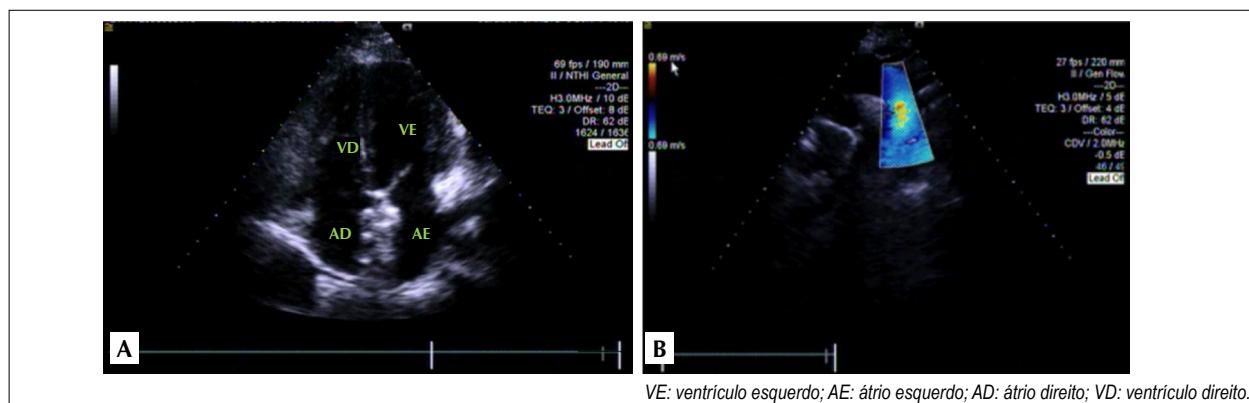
Ecocardiograma transtorácico do dia 12 de novembro de 2021 evidenciando dois dispositivos oclusores no septo interatrial (A), sem shunt residual (B).
